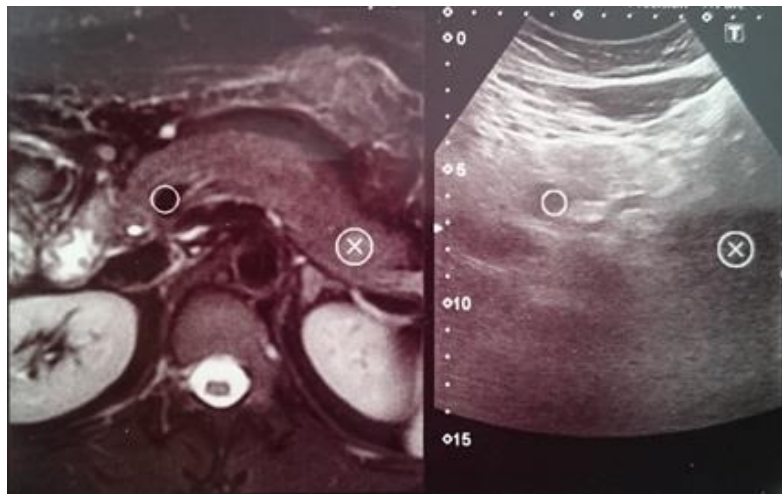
Абдоминальное ультразвуковое исследование поджелудочной железы, совмещенное с данными магнитно-резонансной томографии на электронном носителе с помощью технологии мультимодальной визуализации Smart Fusion. Опухоль хвоста поджелудочной железы (обозначена крестом в круге, окружность – нижняя полая вена) [25]
